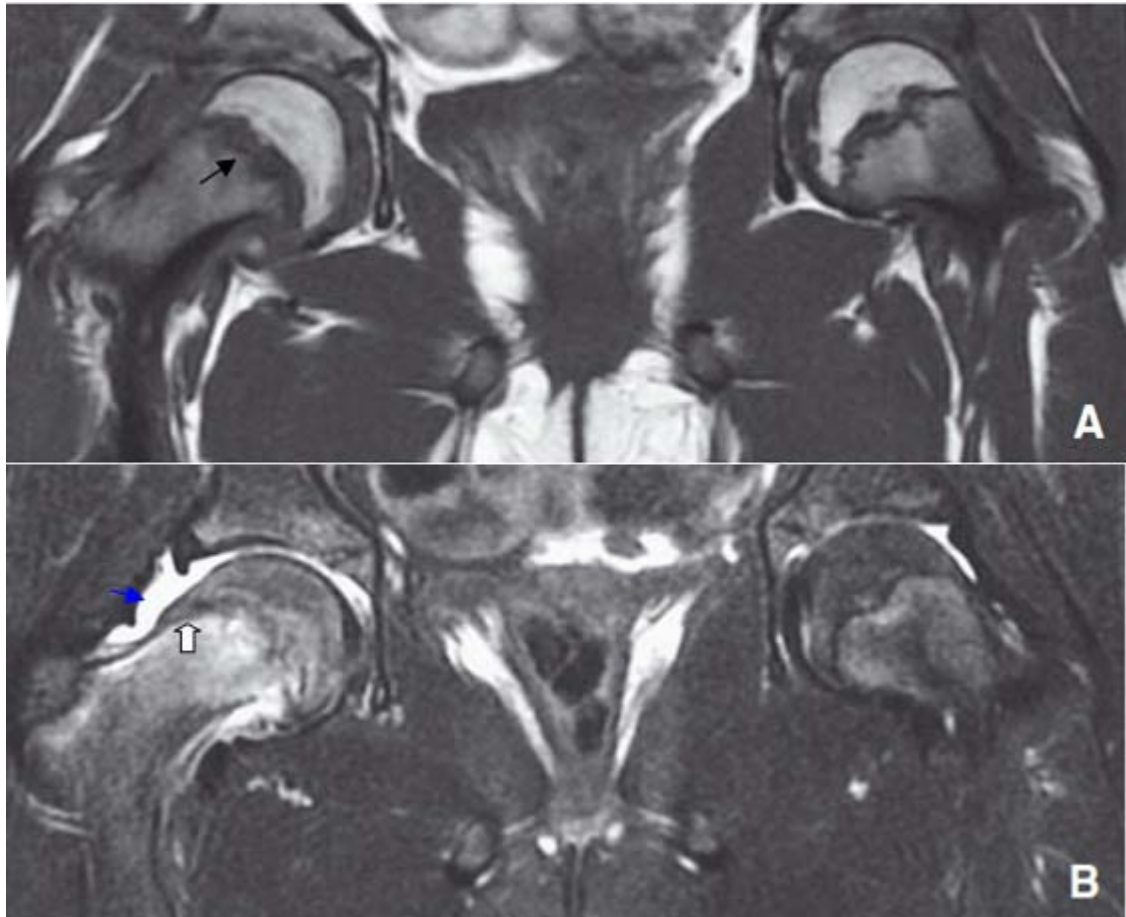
IRM. Épiphyse fémorale supérieure (EFS) bilatérale, instable à droite, en préglissement à gauche. [4]
